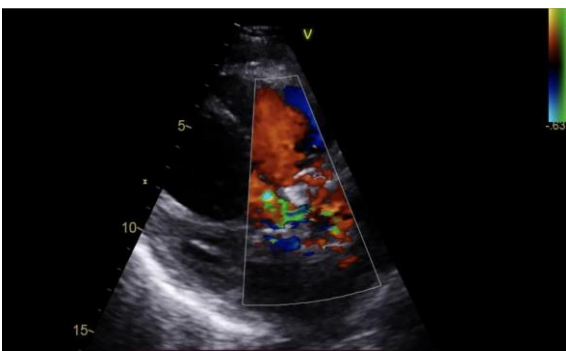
Ecocardiograma transtorácico, enfoque paraesternal eje largo que evidencia fuga paravalvular severa por doppler color
